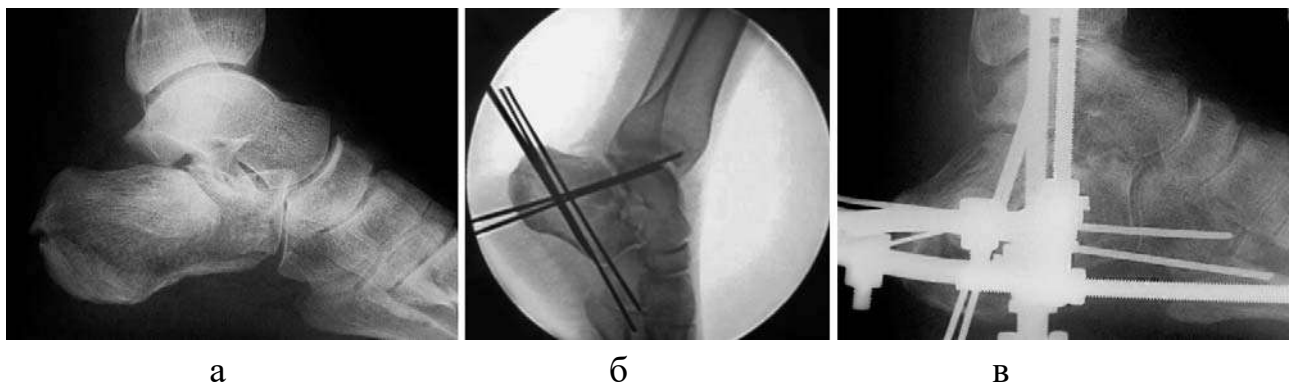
Фотовідбитки рентгенограм язикоподібного перелому п'яtkової кістки:
